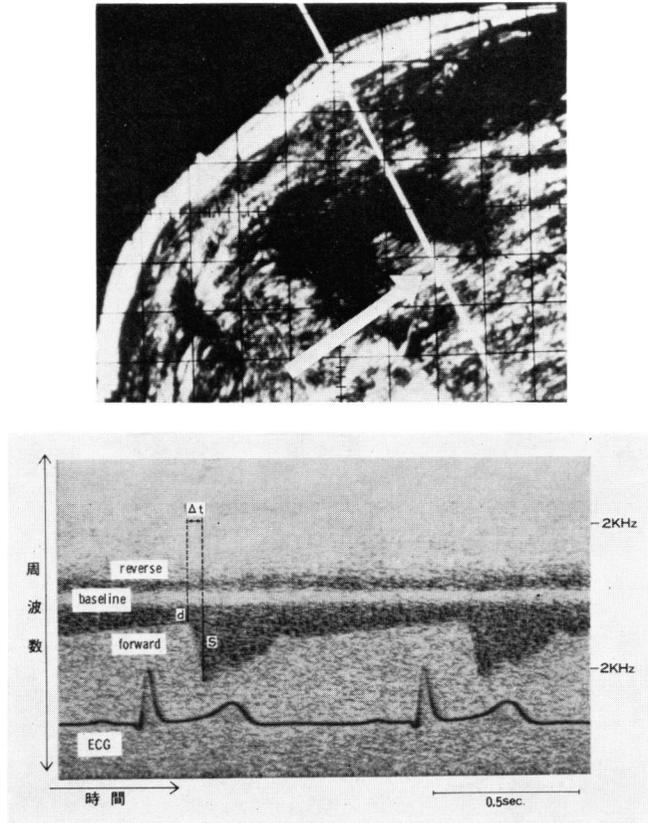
超音波断層法とパルスドプラ法の複合システムによる正常位腎血流の測定
